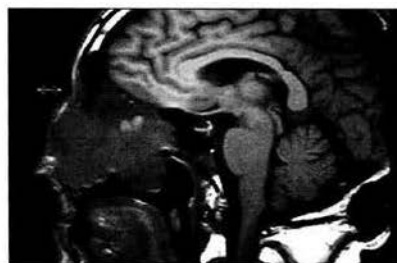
Resonancia Magnética Nuclear: Tumoración que infiltra Piso anterior de base de cráneo.
